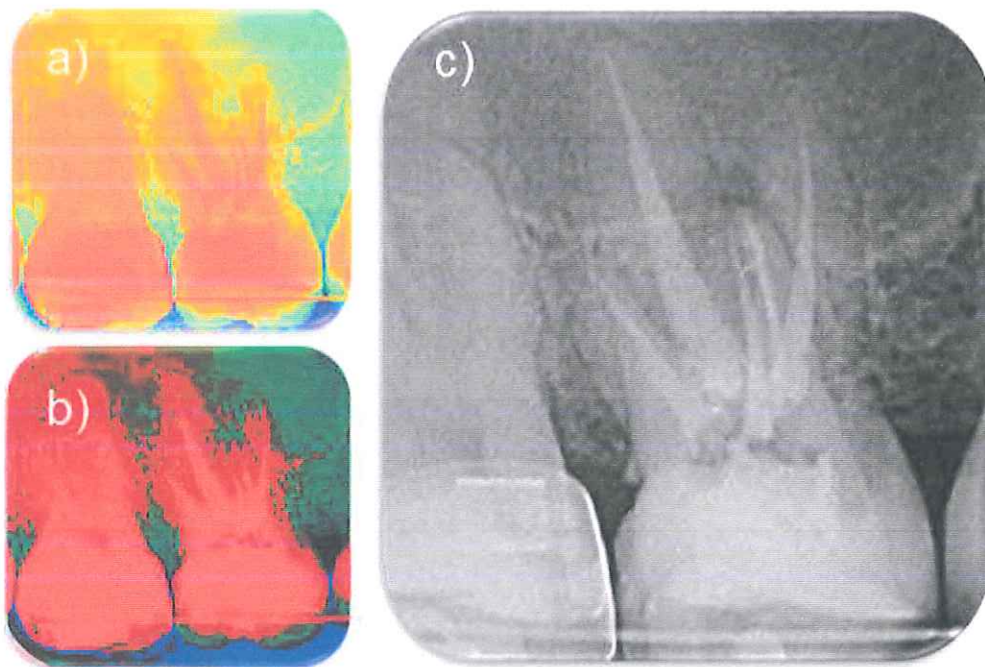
a,b y c) Radiografía final con distintos contrastes en donde se observa la presencia de 5 conductos
